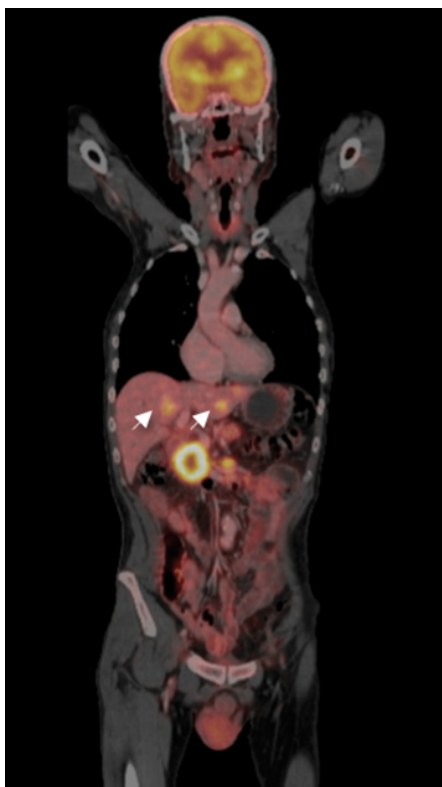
FDG-Tomografía por emisión de positrones: masa pancreática, metástasis linfáticas y hepáticas (flechas blancas). No se observan tumores pulmonares o de vía aérea superior.
